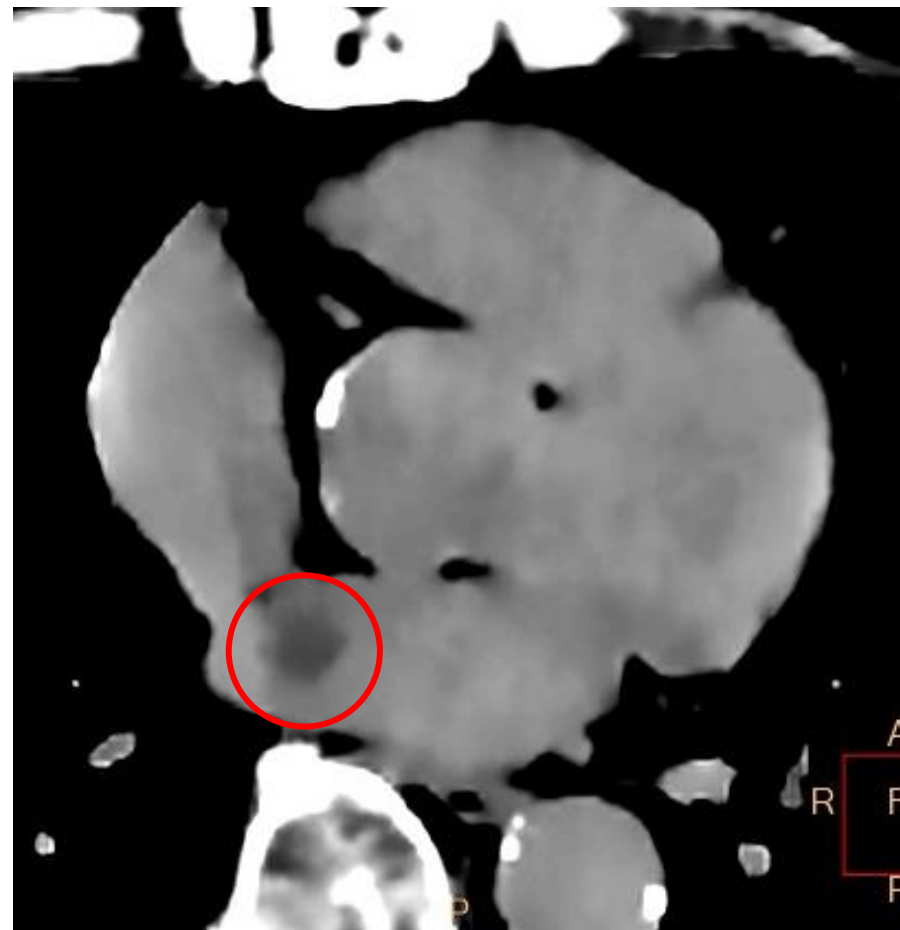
単純CTの電子密度画像(再構成関数:MCA)における左房粘液腫○
